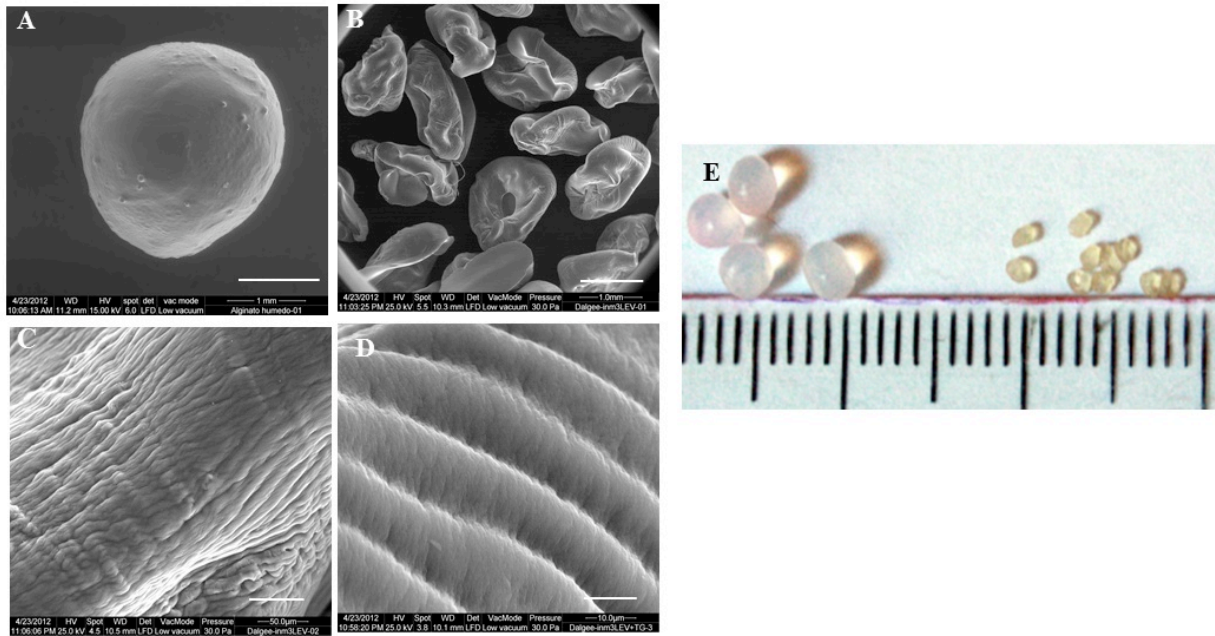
Visualización de las esferas de alginato y los DALGEEs. A. Esfera de alginato visualizada con SEM FEI INSPECT en condiciones de bajo vacío. Escala: 1 mm. B y C. DALGEEs de LEV visualizados con SEM FEI QUANTA 200 en condiciones de bajo vacío (30.0 Pa). Escala B: 1.0 mm. Escala C: 50.0 μm . D. Superficie de DALGEE de LEV entrecruzado con TG visualizado con SEM FEI QUANTA 200 en condiciones de bajo vacío (30.0 Pa). Escala: 10.0 μm . E. Fotografía de esferas de alginato (izq.) y DALGEEs (dcha.).
